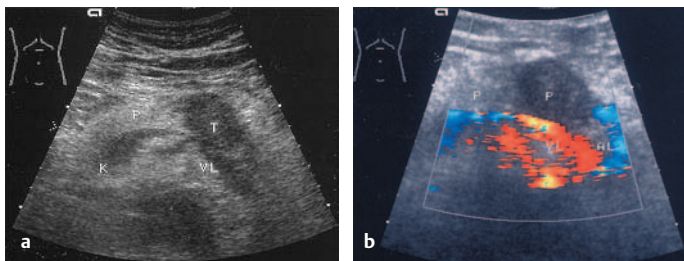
a u. b Pankreaskarzinom (nach Sonographie und CT operabel, intraoperativ inoperabel). a Hyporeflexiver Tumor (T) in einem echoreichen lipomatotischen Pankreas (P). b FKDS: Keine erkennbare Vaskularisation. AL = A. lienalis, VL = V. lienalis
